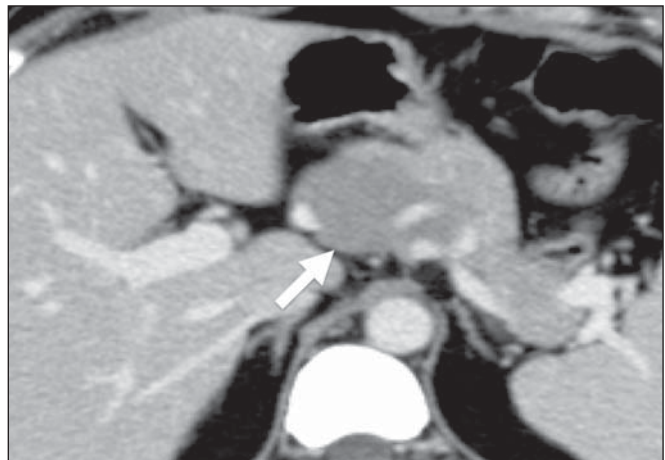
Linfoma pancreático. TC de abdome com contraste no plano axial demonstra massa focal circunscrita, homogênea e hipovascularizada na cabeça do pâncreas (seta), deslocando o trajeto dos vasos adjacentes.
